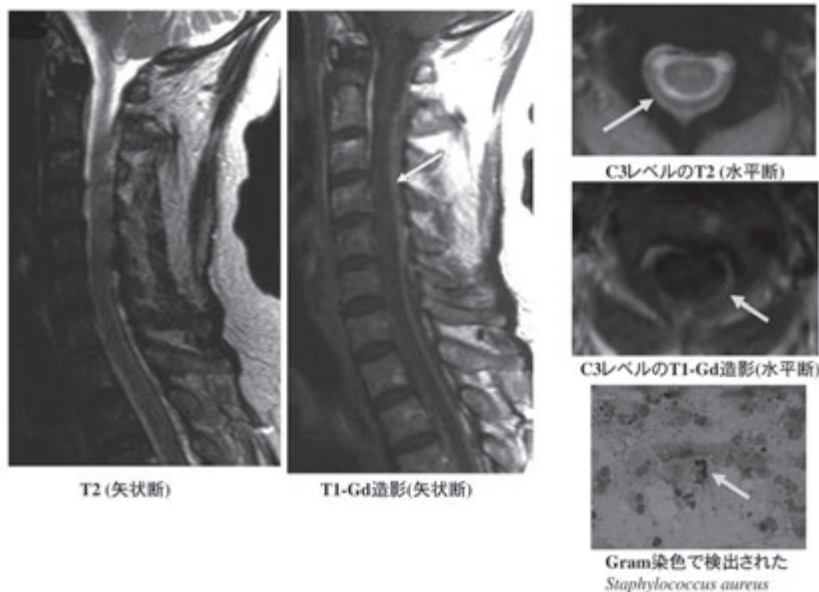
黄色ブドウ球菌による脊髄硬膜外膿瘍の脊髄MRI所見
